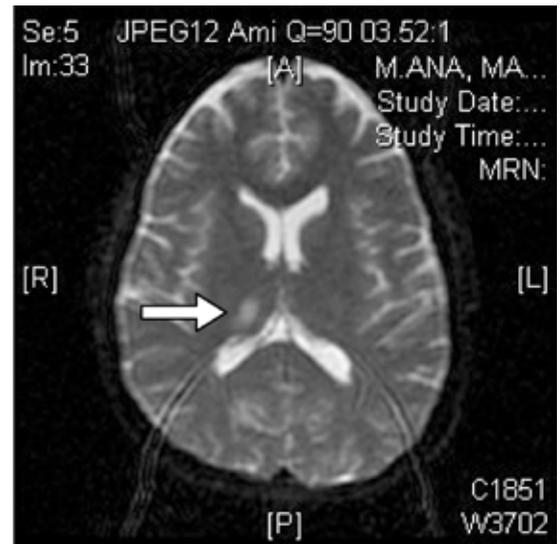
Angioresonancia magnética mostrando área infartada.
